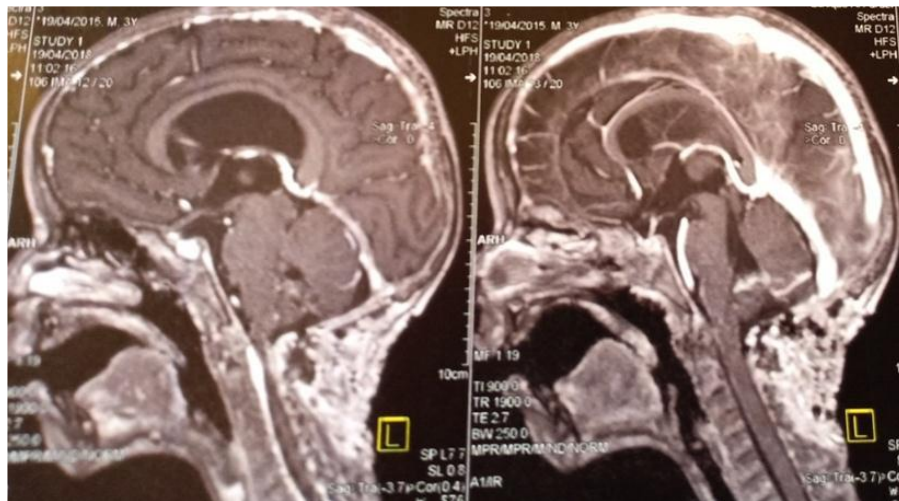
IRM postopératoire coupe sagittale T1 injecté objectivant une résection totale avec absence de reliquat tumoral.
